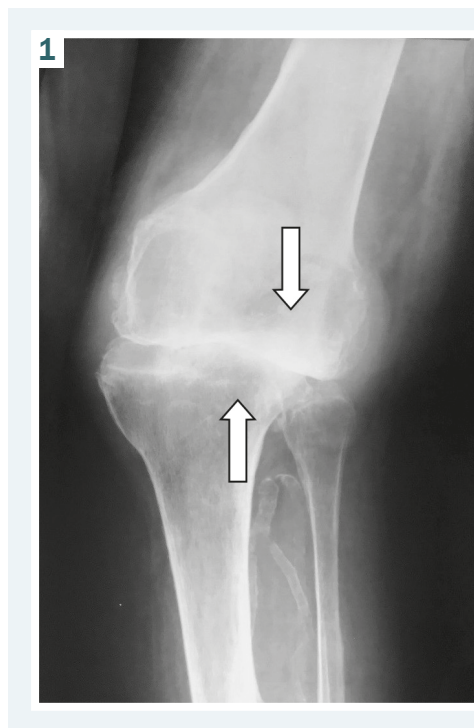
Вальгусна деформація правого колінного суглоба у хворої на РА: виростки кісток, які перебувають у стані більшої компресії, позначено стрілками. Інші виростки – у стані меншої компресії. Фото рентгенограми кісток хворої Р., 51 рік, давність захворювання на РА – 17 років.
